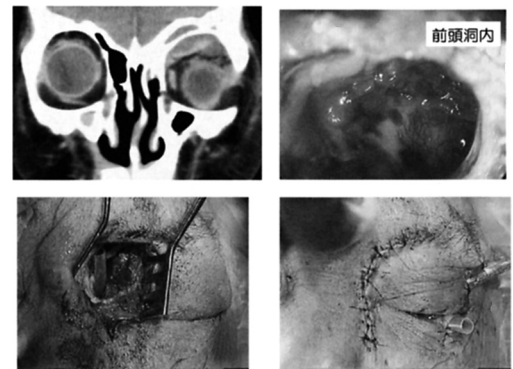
CT and Operation finding.
